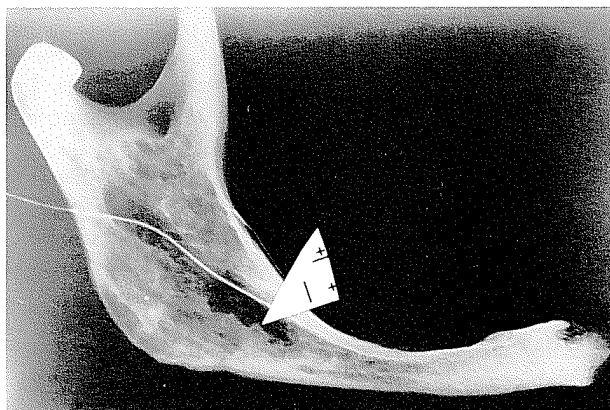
Radiographie d'une hémimandibule gauche atrophie. La sonde est introduite dans le canal mandibulaire qui est situé en dessous de la surface «occlusale».
